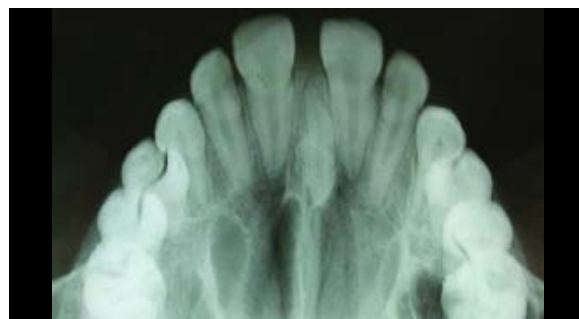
Radiografia oclusal demonstrando a exacta localização do mesiodens
